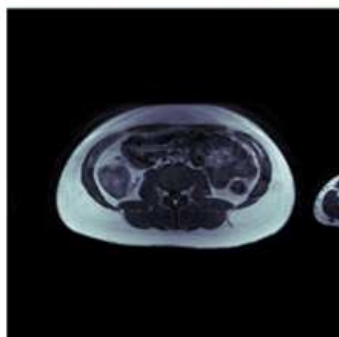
RM 18 Meses [Fuente propia]
